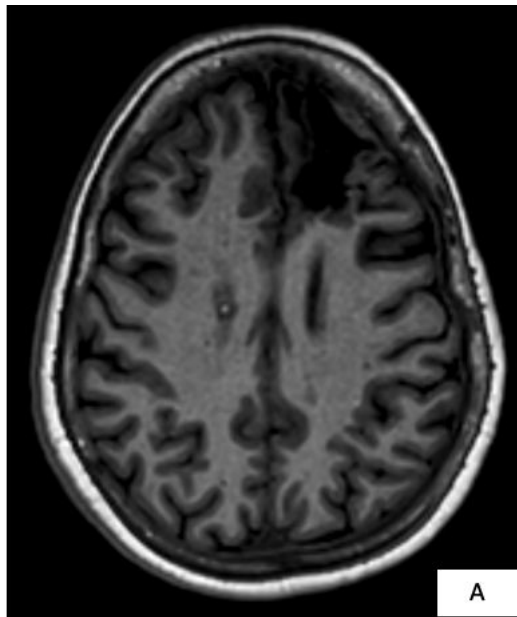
Microcavernomas múltiples. Imágenes axiales ponderadas en T1 (A), T2 (B), FLAIR (C) y secuencia de eco de gradiente (FFE) (D). Se observan cambios morfológicos posquirúrgicos frontales izquierdos con depósitos de hemosiderina en un paciente con cavernomatosis familiar y antecedente de resección de un cavernoma frontal. Se identificaron múltiples lesiones supra e infratentoriales (al menos 12) con caída de señal en la secuencia de eco de gradiente (FFE), destacando la de mayor tamaño, periventricular anterior derecha, de 7 mm (flecha amarilla), junto con otras lesiones puntiformes milimétricas visibles únicamente en la secuencia de eco de gradiente (flechas rojas).
